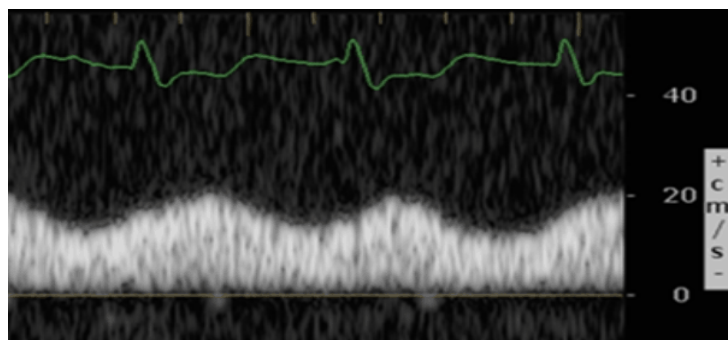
Una anomalía leve de la vena porta tiene un índice de pulsatilidad en el Doppler pulsado entre el 30 – 49%.
